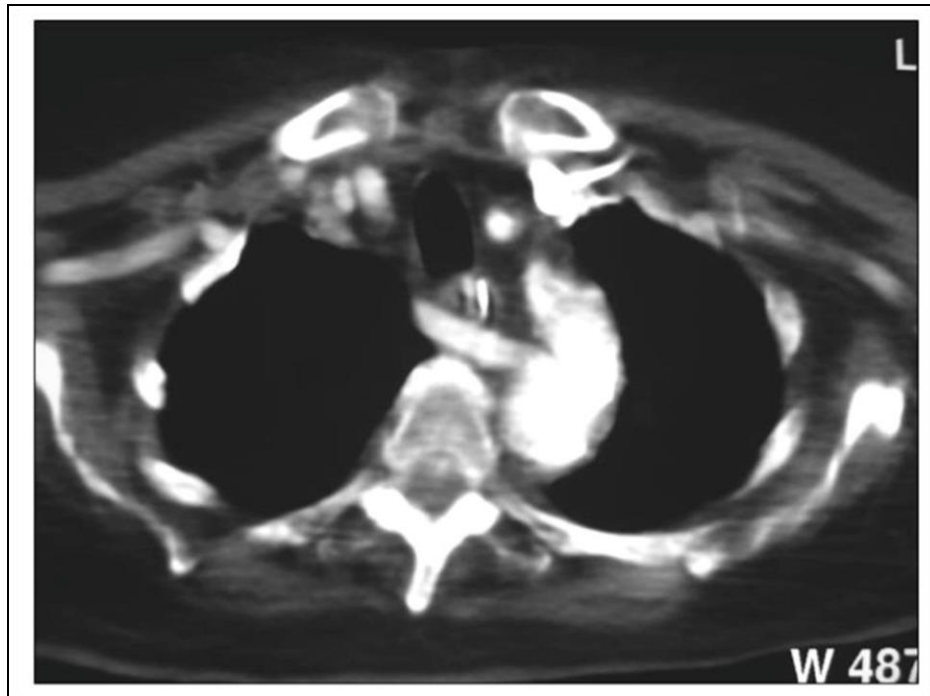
Tomografía computada de tórax con medio de contraste intravenoso. Imagen en proyección axial que muestra la arteria subclavia derecha aberrante; la arteria subclavia nace de la parte medial del cayado aórtico pasando por detrás del esófago.
